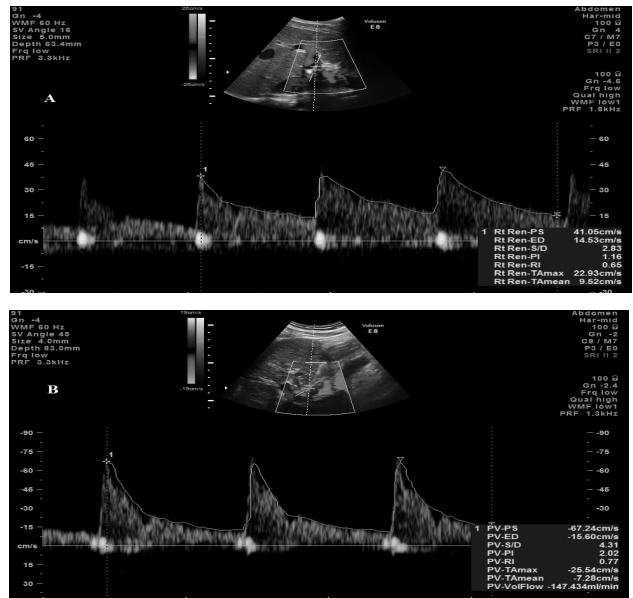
Parametrii dopplerografici la nivelul arterei hepatice (A – normă, B – ciroză hepatică)
